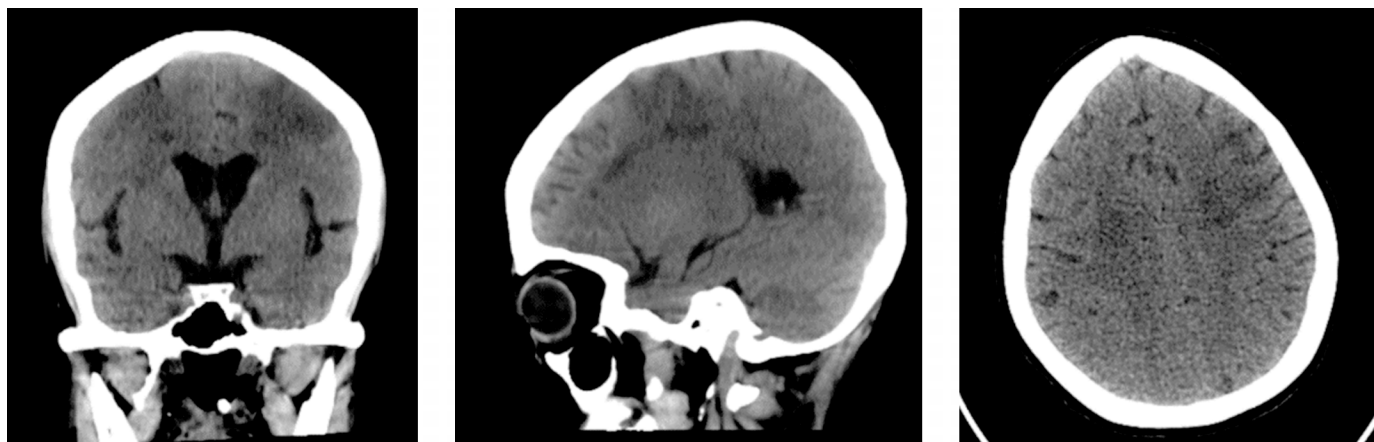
Tomografía simple de cerebro. Se visualizan áreas hipodensas en la sustancia gris de la convexidad cerebral cortico-subcortical predominantemente en las regiones frontales bilaterales.
